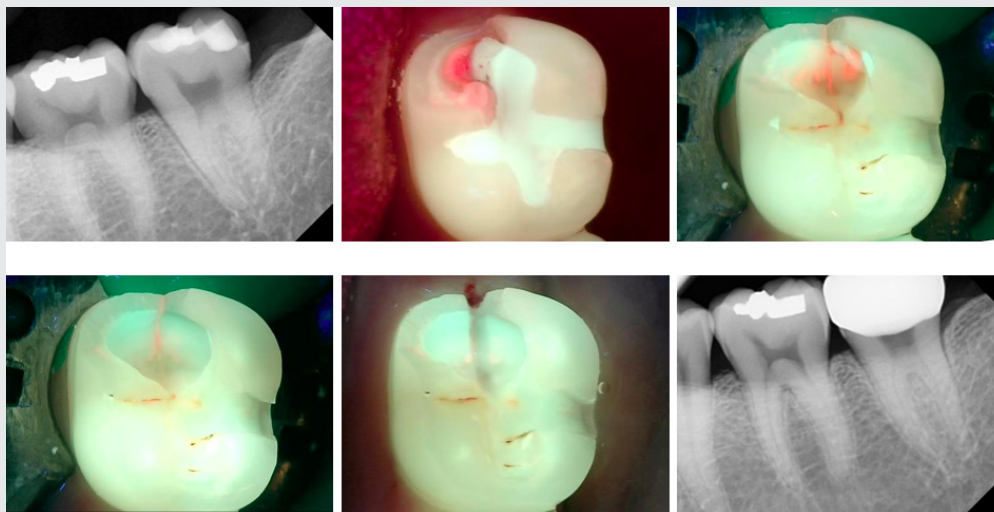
초진 치근단 방사선 사진(top left), 초진 QraypenC 사진(top center), 기존 레진 수복물을 제거한 모습(top right), 균열선을 제거하는 모습(bottom left & center), 크라운 수복(bottom right)
